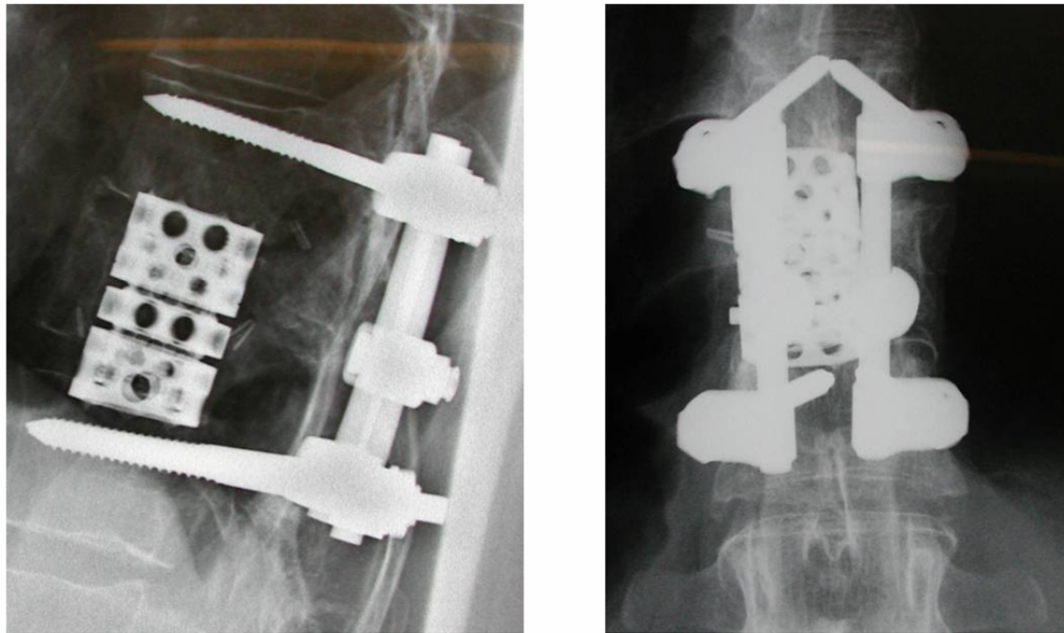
seitliche (li) und AP (re) Röntgenaufnahme einer bisegmentalen transpedikulären Stabilisierung mit USS bei einer BKW 11-Fraktur und einer ventralen Stabilisierung mit einem expandierbarem Cage
